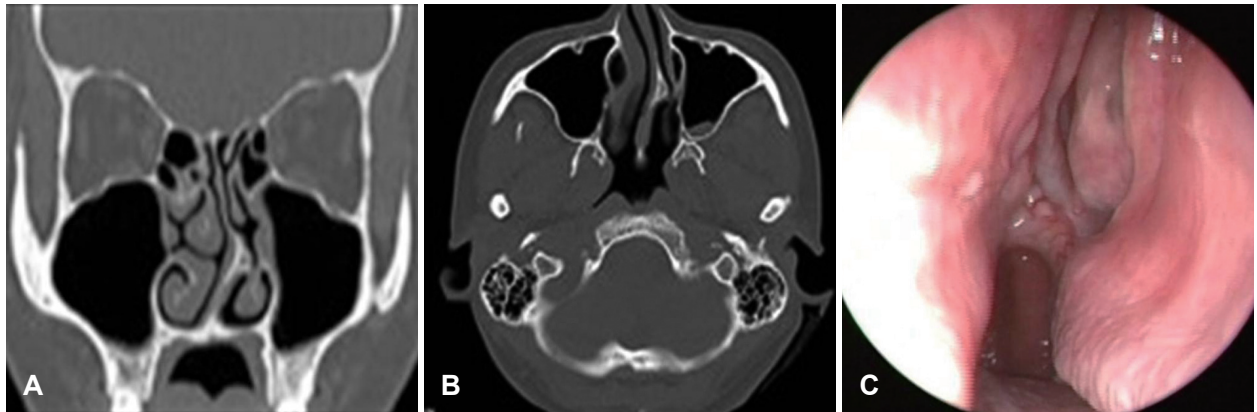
Preoperative CT images and the postoperative endoscopic findings show correction of the septal deflection with septal spur. Coronal (A) and Axial (B) preoperative CT imagings, postoperative endoscopic finding (C).
